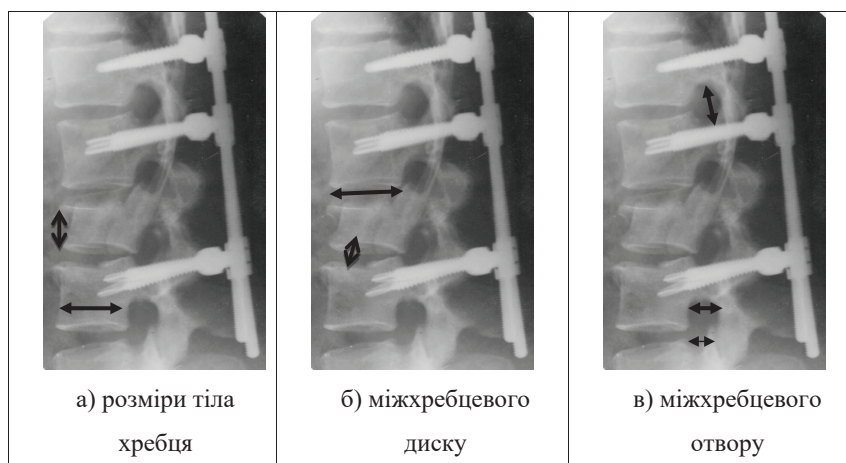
Стандарти рентгенологічні планіметричні показники у поперековому відділі хребта
